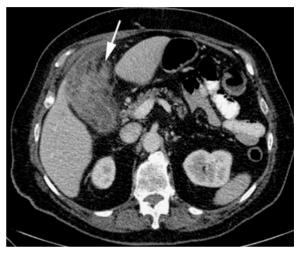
80-jährige Patientin mit bekannter Cholezystolithiasis und klinischen Zeichen der Cholzystitis. Im transversalen CT-Schnitt Verdickung der Gallenblasenwand sowie unscharf begrenzte Imbibierung des umgebenden Fettgewebes (*Pfeil*). Verdacht auf durch die Pericholezystitis gedeckte Gallenblasenperforation (operativ bestätigt)
